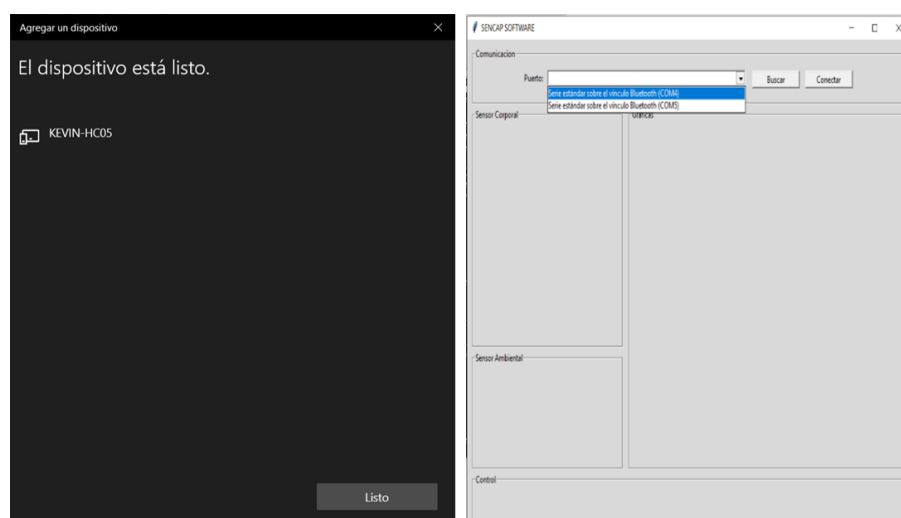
Lista del dispositivo Bluetooth y la elección del puerto para vincular con el módulo BT del prototipo.
